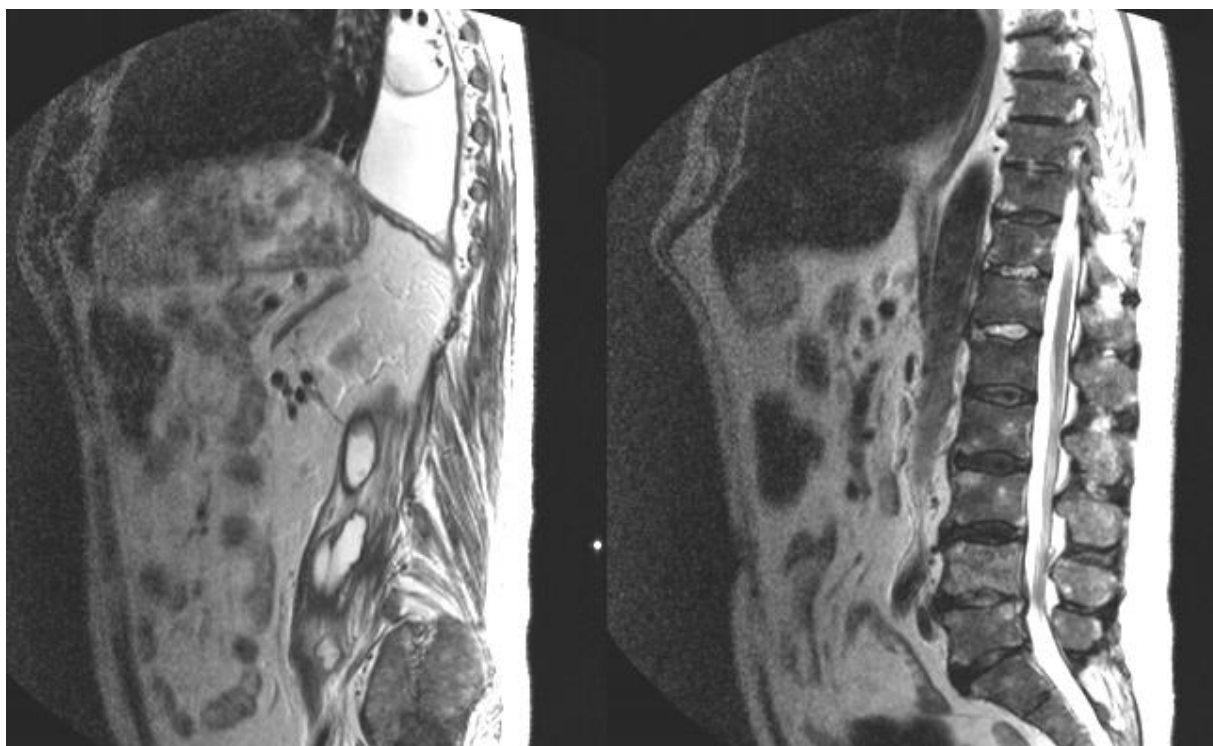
МРТ дисцита Th₁₁-Th₁₂, Th₁₂-L₁. Эмпиема плевры слева. Гнойный псоит слева.
